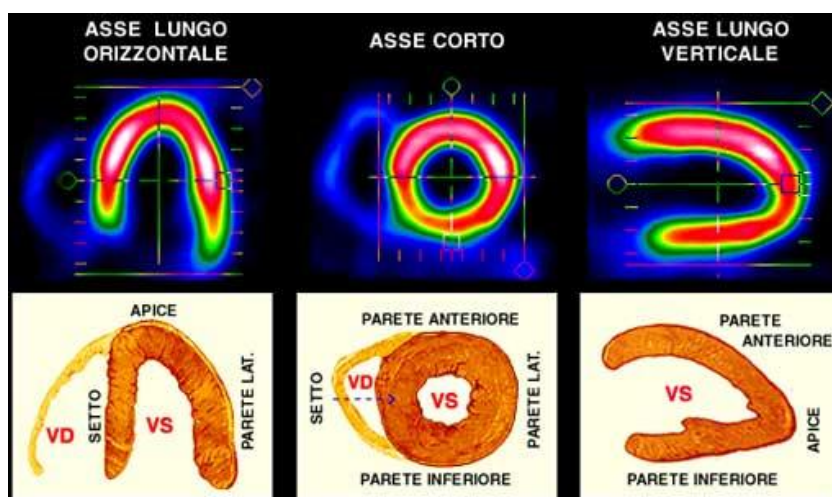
Immagini ottenute applicando la tecnica tomoscintigrafica a emissione di singolo fotone (SPET).
